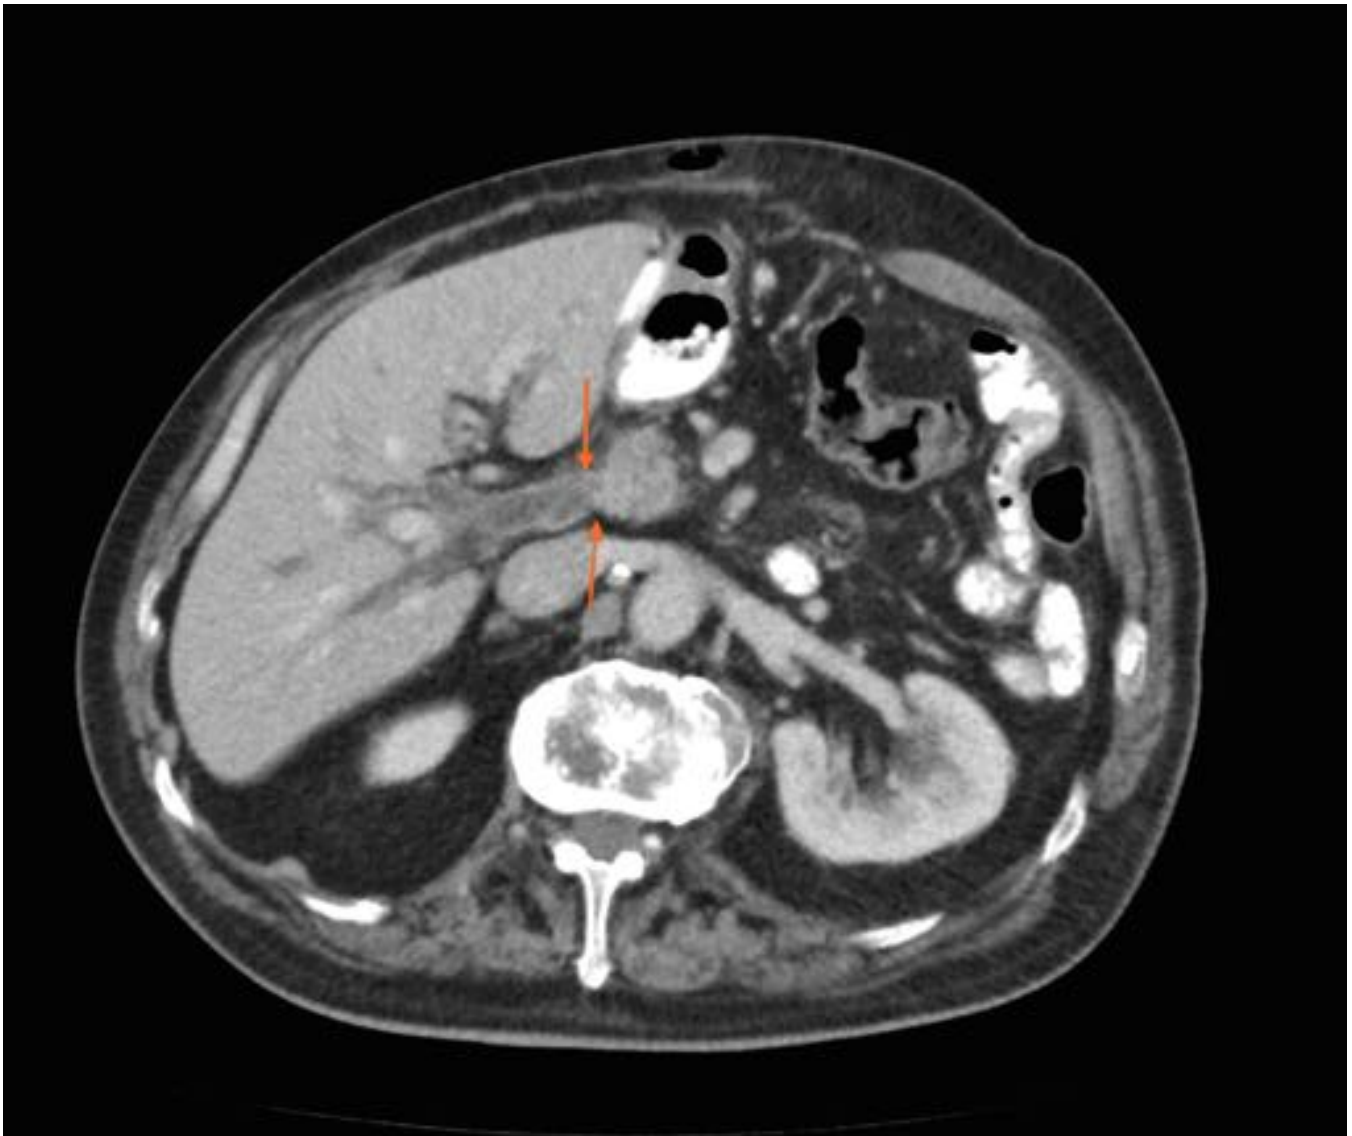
Mujer de 82 años con ictericia. TC abdomino-pélvico con contraste EV. Masa endoluminal en el tercio medio del colédoco (flecha) con dilatación de la vía biliar proximal a la obstrucción. Colangiocarcinoma extrahepático.
